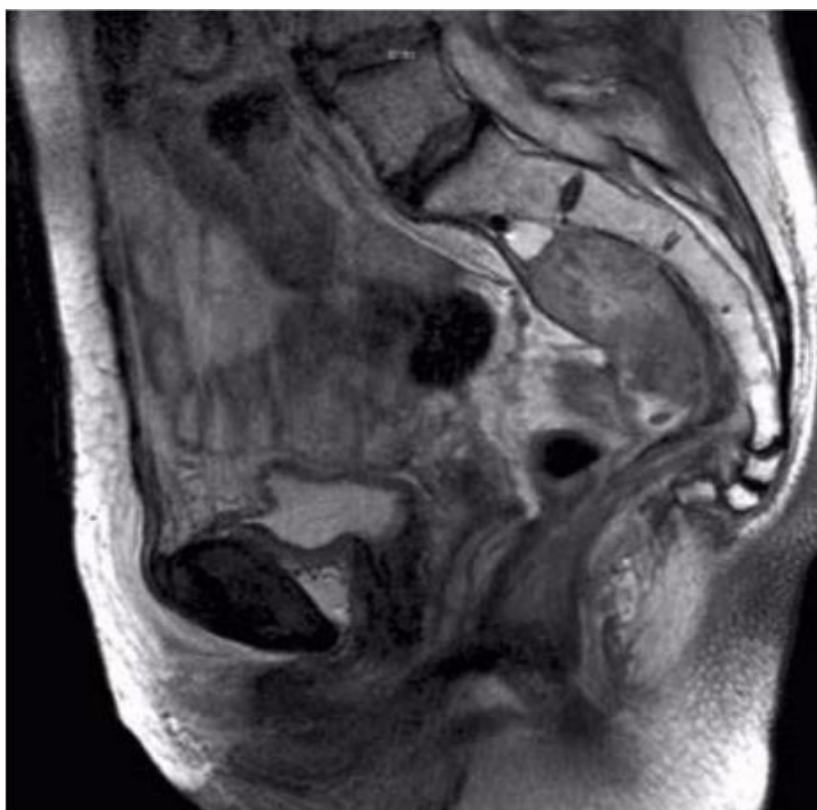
Récidive pré-sacrée. Coupe IRM (3 Tesla) sagittale pondérée en T2 récidive, quinze mois après une résection antérieure du rectum, de signal tissulaire, développée dans la concavité pré-sacrée, arrondie, irrégulière à sa partie inférieure.
